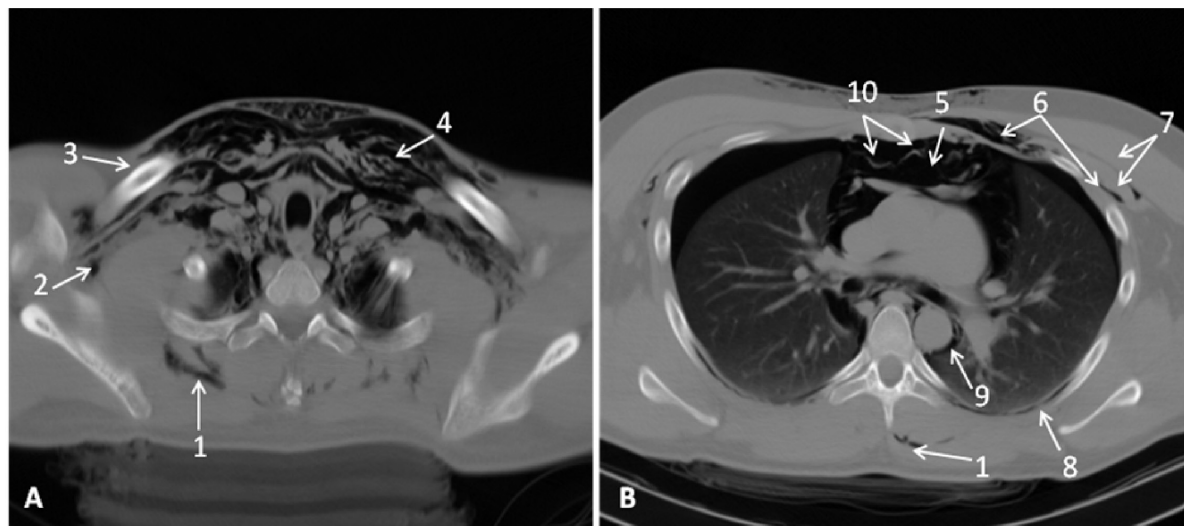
A – secțiune CT la nivelul 1/3 medie a claviculei; B – secțiune CT la nivelul hilului pulmonar. Aria de răspândire a aerului a cuprins spațiile celulare anterioare, posterioare și laterale ale gâtului, inclusiv, cu ușurință, s-a propagat de-a lungul plexului cervical, spre cavitatea axilară. Contrastarea circulară a spațiului celular paraaortal. 1 – răspândirea gazului în lojele musculare dorsale; 2 – emfizem pe traiectul vaselor subclaviculare spre cavitatea axilară; 3 – clavicula; 4 – sacul cec retrosternocleidomastoidian (Gruber); 5 – pneumomediastinum; 6 – spațiile celulare subpectorale, superficial și profund; 7 – mm. pectorali; 8 – contrastarea spațiului parapleural; 9 – spațiul celular paraaortal; 10 – continuitatea fasciei coracoclavicostale, ce limitează spațiul retrosternal.
